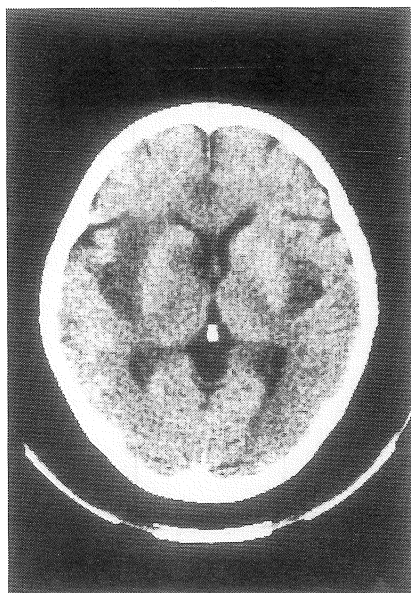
症例 1—発症 12 日後の単純 CT。両側側頭葉島部に低吸収領域を認め、被殻との境界が明瞭である。
